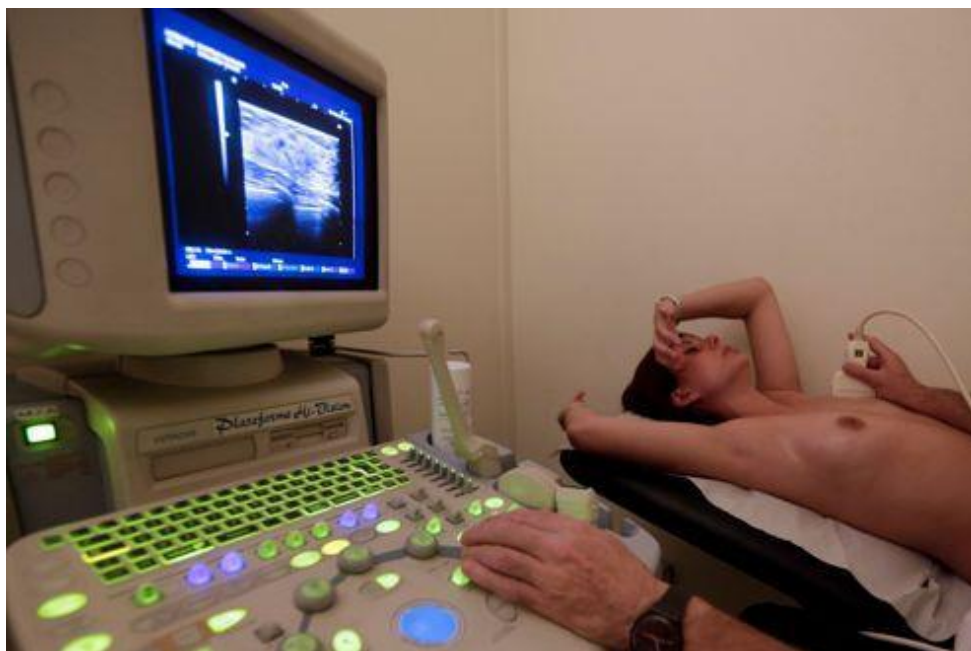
L'échographie mammaire (Ayse, 2018).
